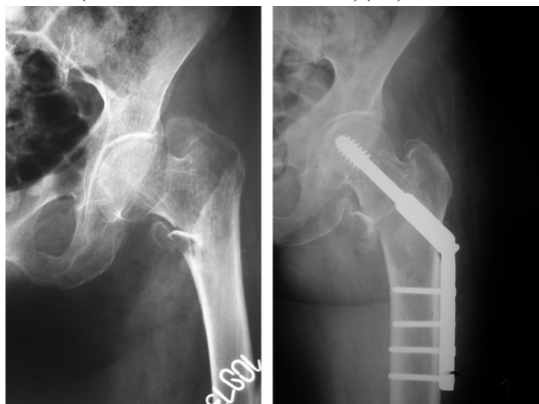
Aspect radiografic în incidență AP a unei fracturi trohanteriene pre și post operator
